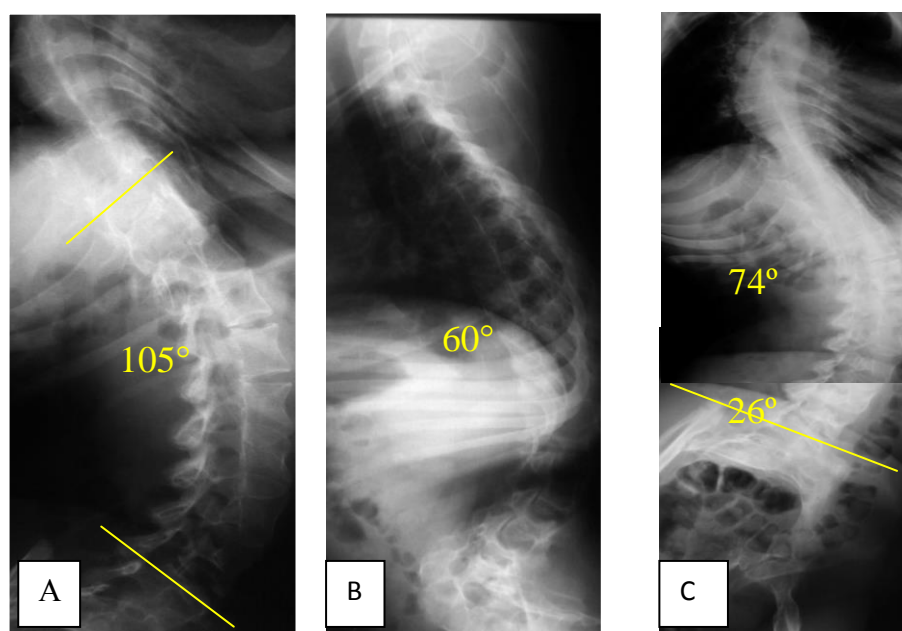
Рентгенограммы пациентки Б, 19 лет до операции
